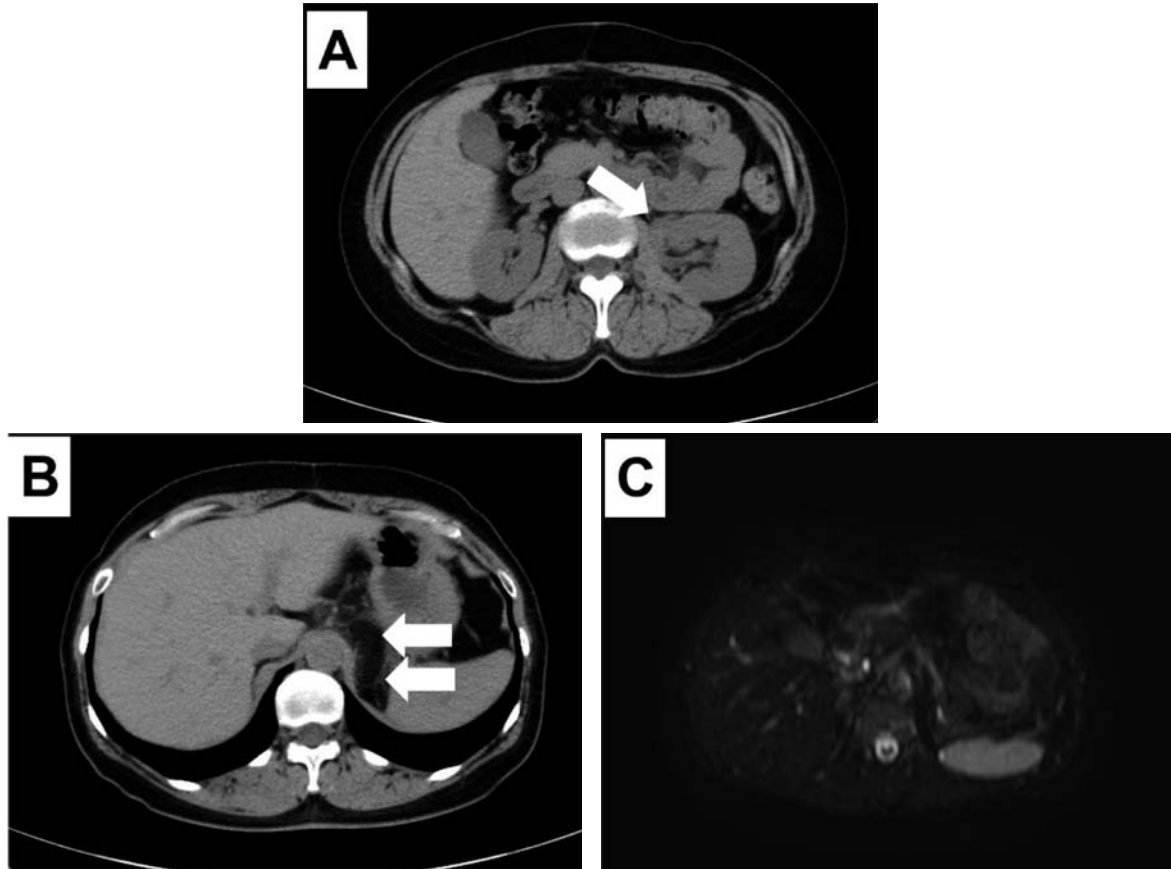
(A) CT after operation demonstrated a mass at the left renal hilum which was suggested to be scar tissue (arrow). (B) Recurrent tumor between left crus of diaphragm and pancreas tail (arrow). (C) This tumor showed low signal intensity on DWI.
